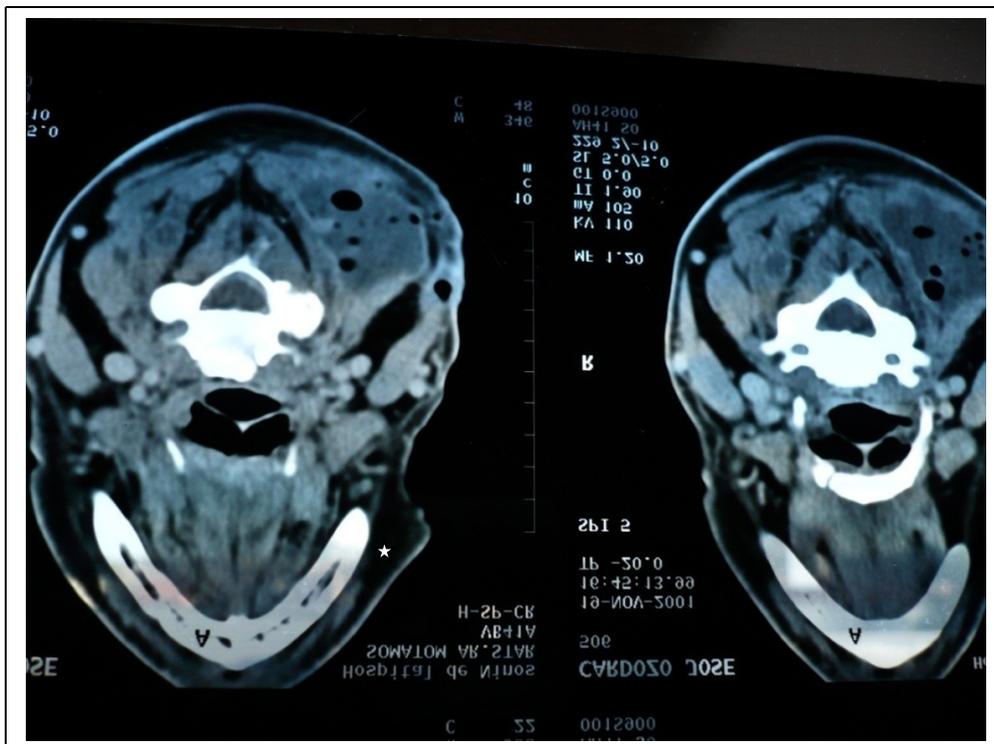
Colecciones múltiples abscedadas cervicales con burbujas de gas en TAC por *Actinomyces spp*☆().
